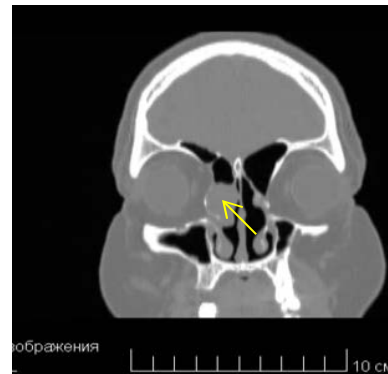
Мультиспиральная томография околоносовых пазух.
